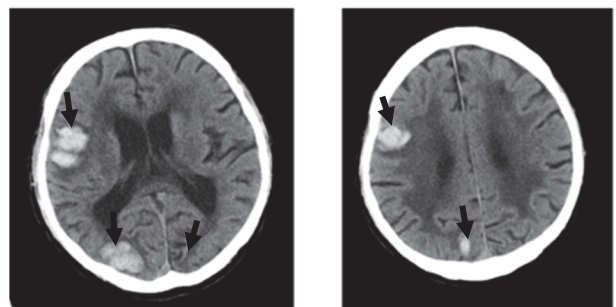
入院時の頭部CT画像(矢印は出血部位と陳旧性梗塞部位)
